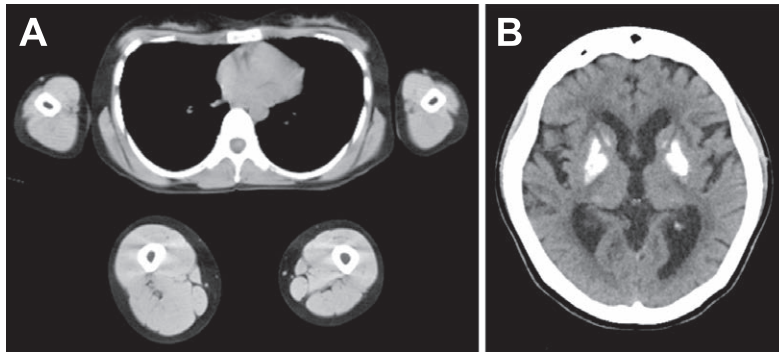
Muscle and Brain CT.
